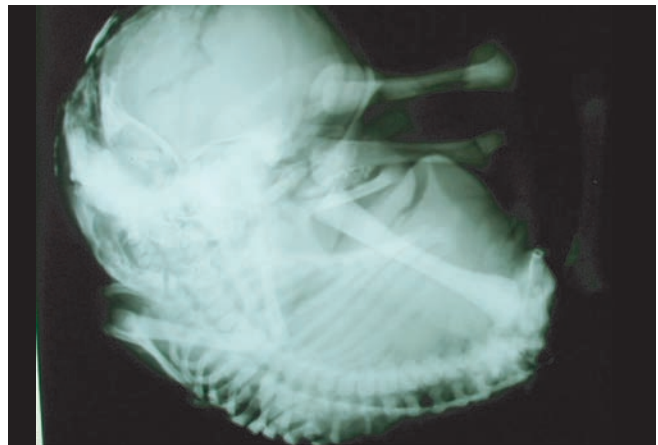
Radiografía del litopedion. Se observan estructuras óseas fetales y tejidos blandos parcialmente calcificados.
